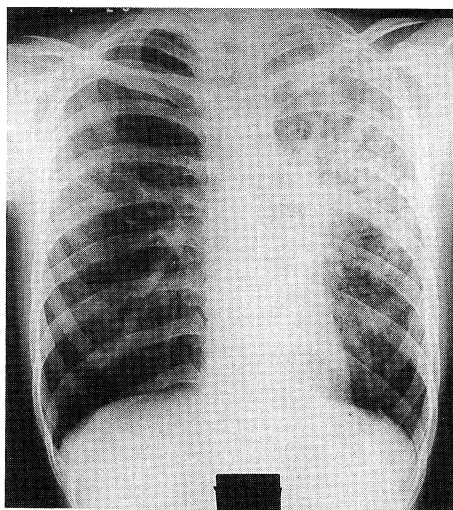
Chest X-ray film obtained on admission
